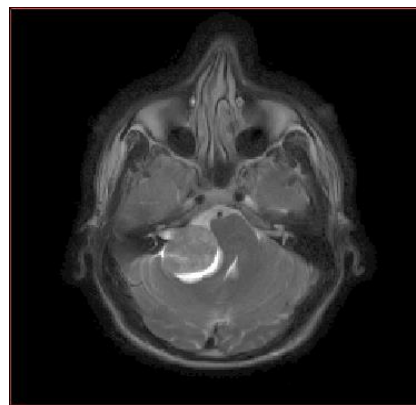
Contrastes obtenus par différentes séquences d'IRM, exemple du patient MG007.
